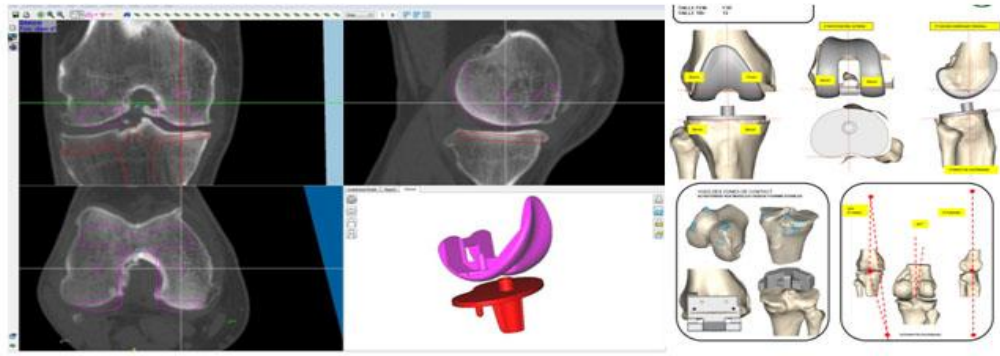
Exemple de planification préopératoire tridimensionnelle sur base d'un CT Scan réduit du membre inférieur permettant de positionner la prothèse selon la forme du genou et la position du centre de rotation de la hanche et de la cheville (logiciel Knee-Plan®, Symbios Orthopédie SA)
